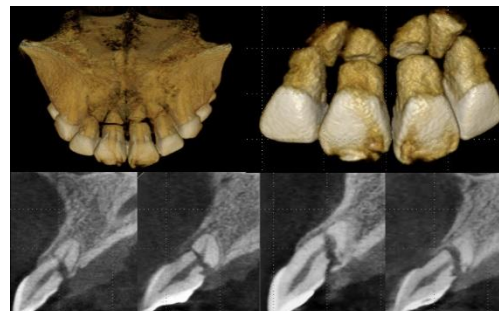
Cette reconstitution isosurface CBCT 3D semi-transparente montrant le maxillaire d'un patient de 22 ans qui est tombé en faisant du vélo. Une image 3D segmentée et des reconstitutions en coupe montrent les fractures radiculaires transversales des incisives latérales et centrales du maxillaire droite et gauche (Dr Levin).
